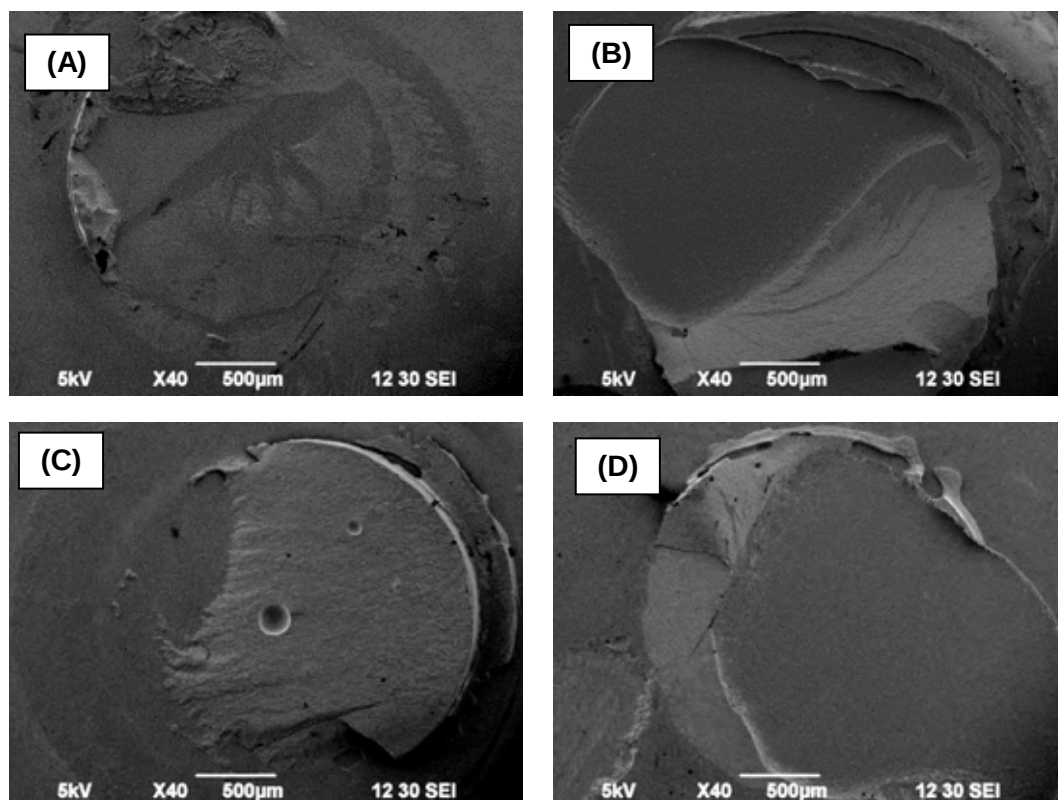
Micrografias representativas em MEV da superfície de FCZ após o teste de cisalhamento (CJ) (24 h). A) O tipo de falha foi classificada como mista; (SP + GL) (24 h); B) O tipo de falha foi classificada como mista. (CJ) (Armazenado/TC); C) O tipo de falha foi classificado como mista; (SP + GL) (Armazenado /TC); D) O tipo de falha foi classificada como mista.
